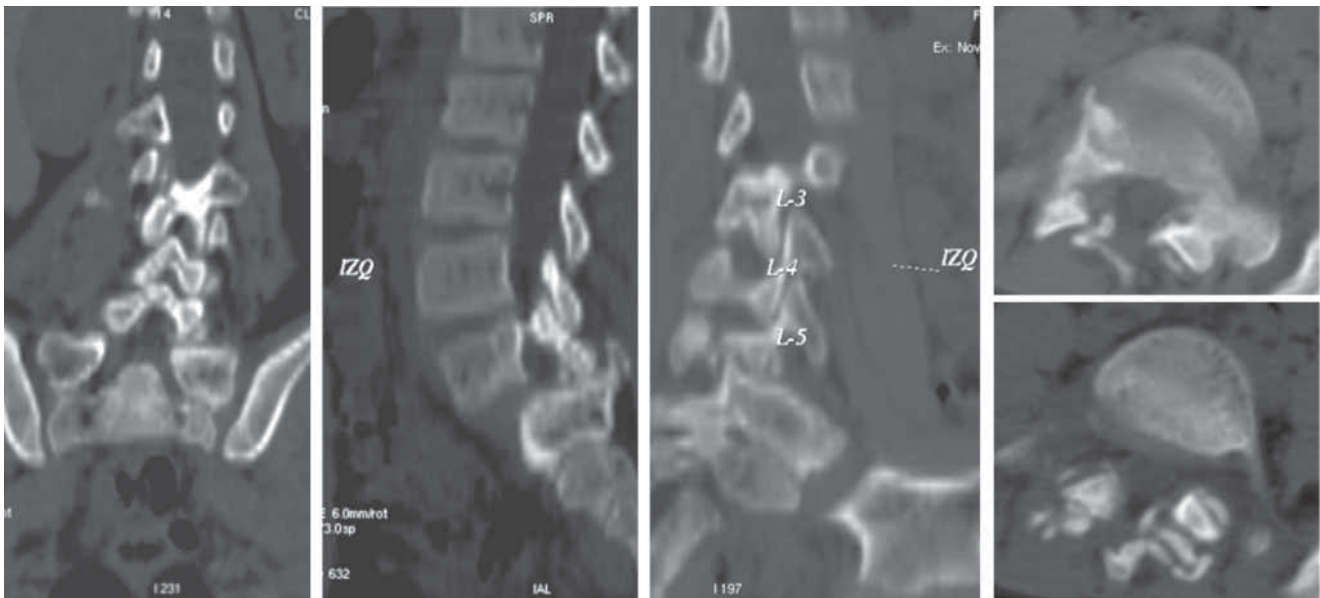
Tomografía computada que demuestra luxación facetaria con fractura asociada de apófisis transversas de L5.
